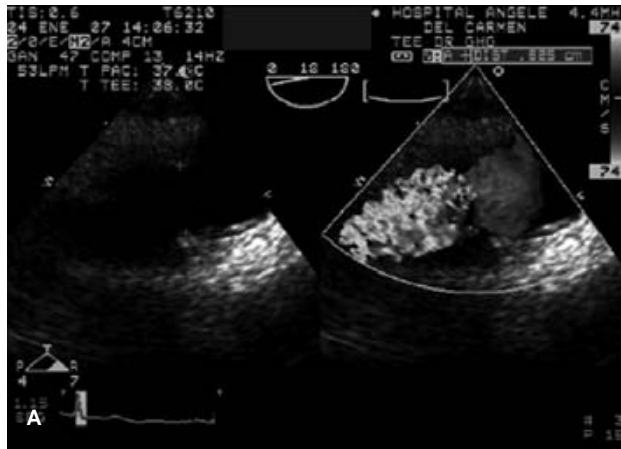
Imágenes de ecocardiograma transesofágico. A y B. Estrechez correspondiente a la coartación aórtica.
